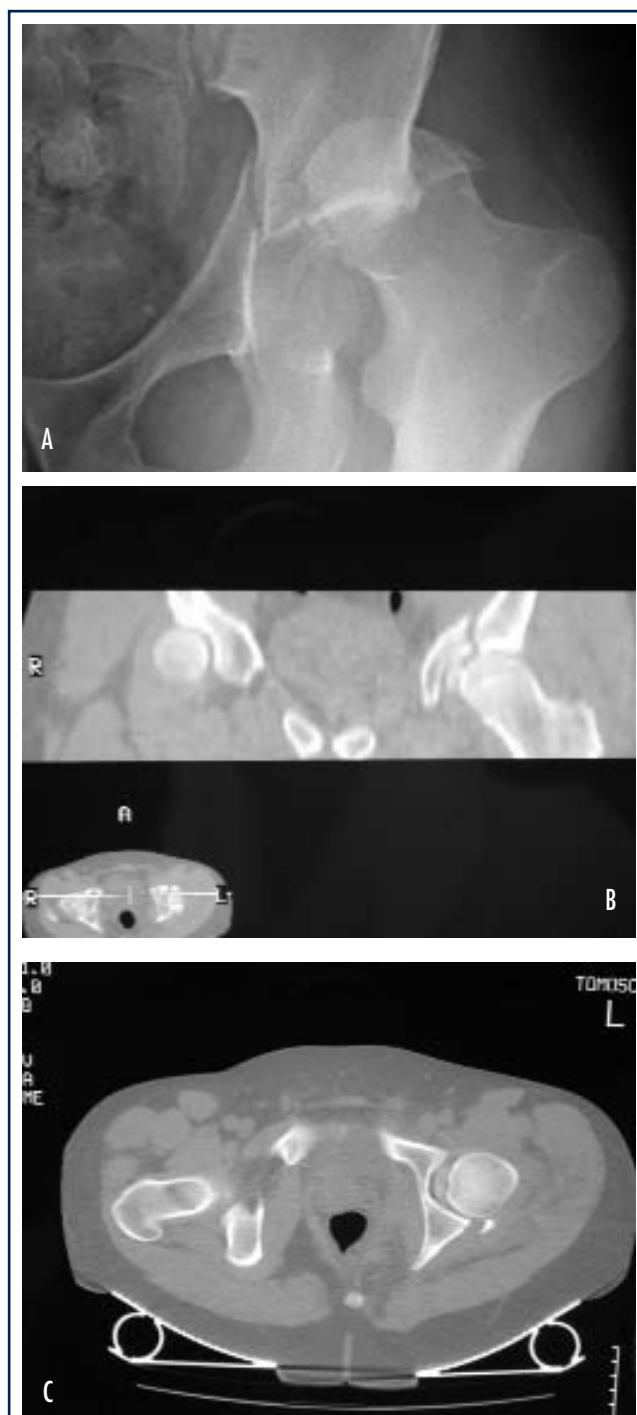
A) Radiografia di una frattura trasversa con parete posteriore dell'acetabolo associata a lussazione e frattura della testa femorale. B) Ricostruzione T.C. bidimensionale in cui si osserva la frattura dell'acetabolo, della porzione inferiore della testa femorale e di un frammento osseo intra-articolare. C) Immagine T.C. dopo la riduzione della lussazione. Si osserva la frattura del ciglio posteriore dell'acetabolo e la presenza di un grosso frammento osseo articolare. Il frammento, asportato durante l'intervento chirurgico tramite un accesso posteriore, apparteneva alla testa del femore.
